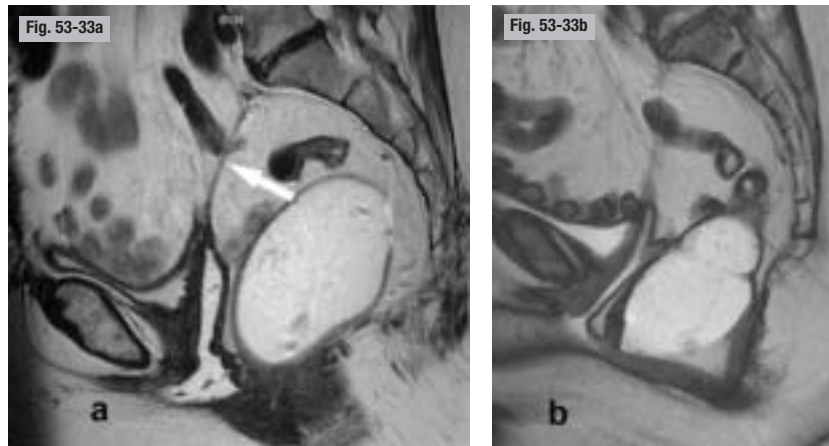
Bilan post-opératoire d'une incontinence urinaire d'effort. IRM pelvienne, plan sagittal. a) Au repos. b) En poussée. La bandelette du TVT est individualisée sous la forme d'un hyposignal (a, flèche).
